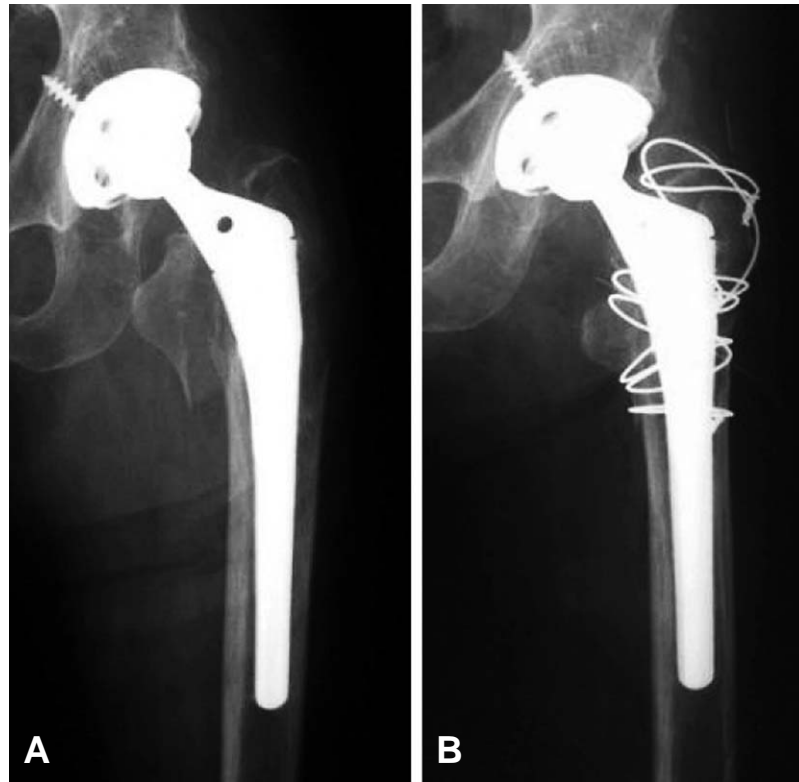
(A) Preoperative radiograph of the right hip showing Vancouver type B1 periprosthetic femoral fracture. (B) Postoperative radiograph showing that fracture is reduced and fixed with plate, screws and wires.
